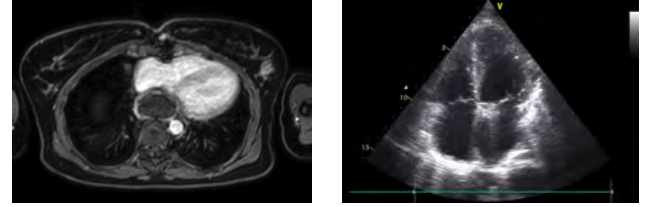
Mediastinal hematoma in MRI.
